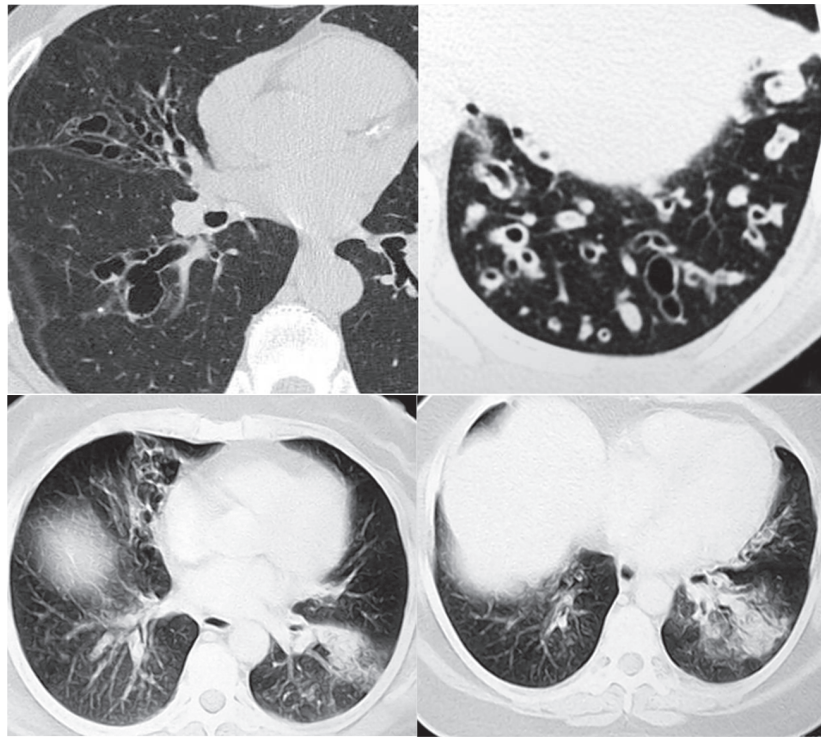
TC de tórax muestran bronquiectasias pulmonares
